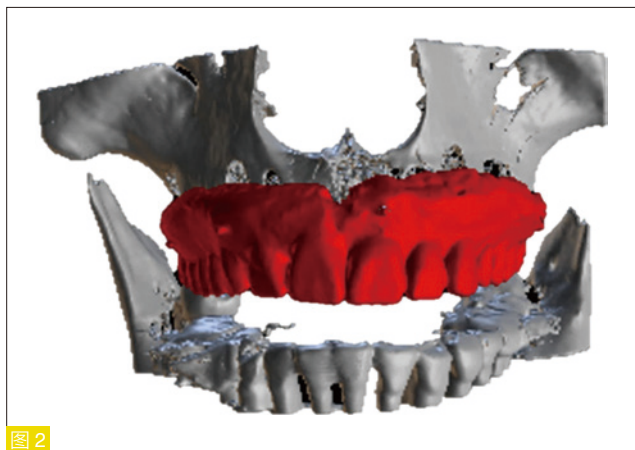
将义齿扫描图像与患者上颌骨 CBCT 图像配准。
